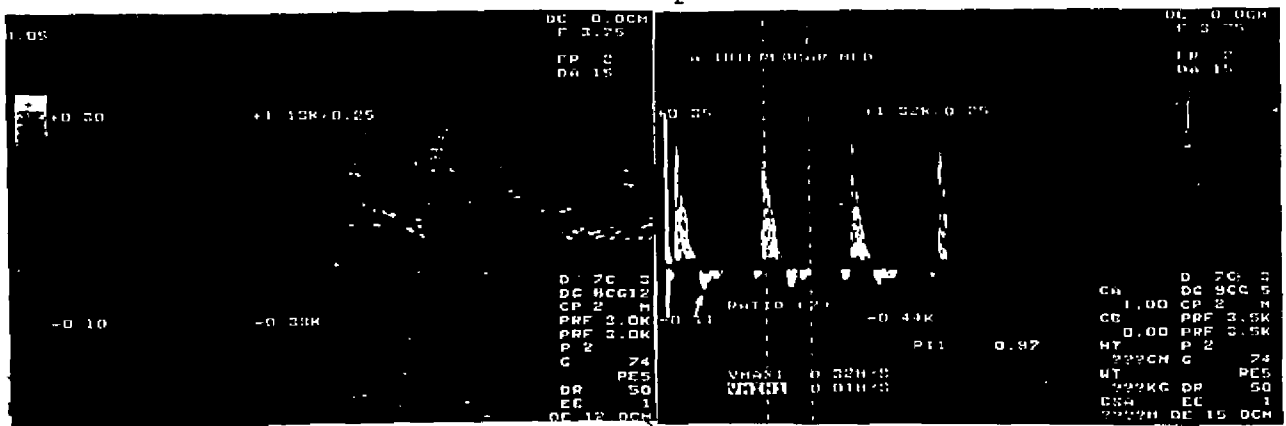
Control Doppler dúplex color. Casi no se detecta flujo intrarrenal, sólo alguna onda de alta resistencia con flujo diastólico invertido (flecha) por la trombosis venosa.
